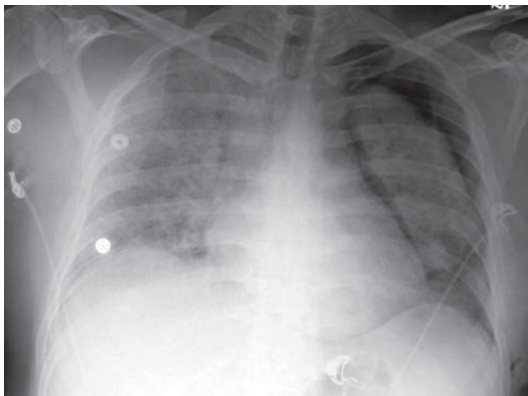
Рентгенограма ОГП хворого з пневмоцистною пневмонією та лівобічним пневмотораксом
